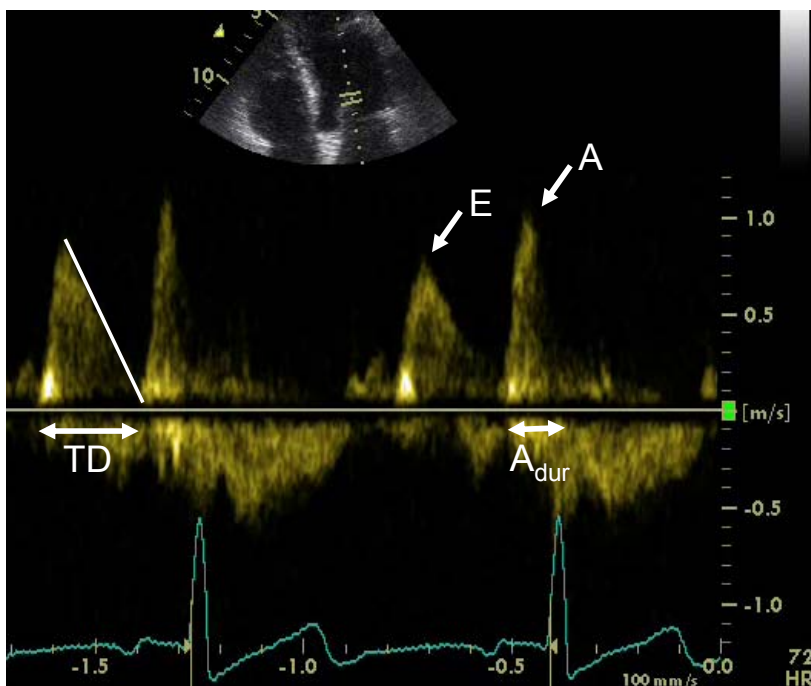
Fluxo mitral. Fluxo mitral obtido ao se colocar a amostra do Doppler pulsado na extremidade dos folhetos mitrais na janela 4-câmaras. Determina-se os valores máximos da velocidade do fluxo mitral na fase de enchimento rápido (E) e na contração atrial (A), o tempo de desaceleração (TD) da onda E, e o tempo de duração da onda A (A_{dur}).
